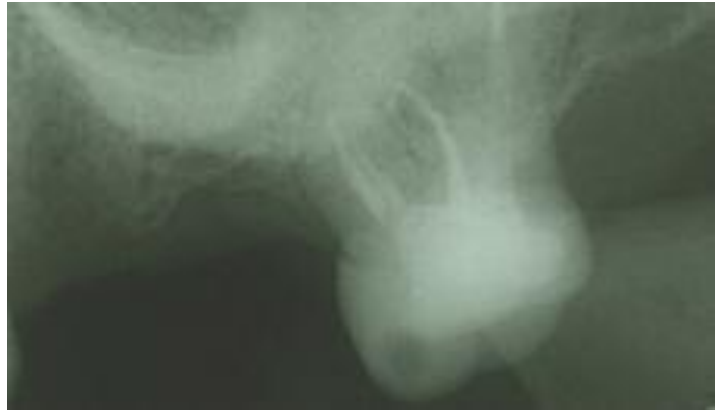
La radiographie post-opératoire
